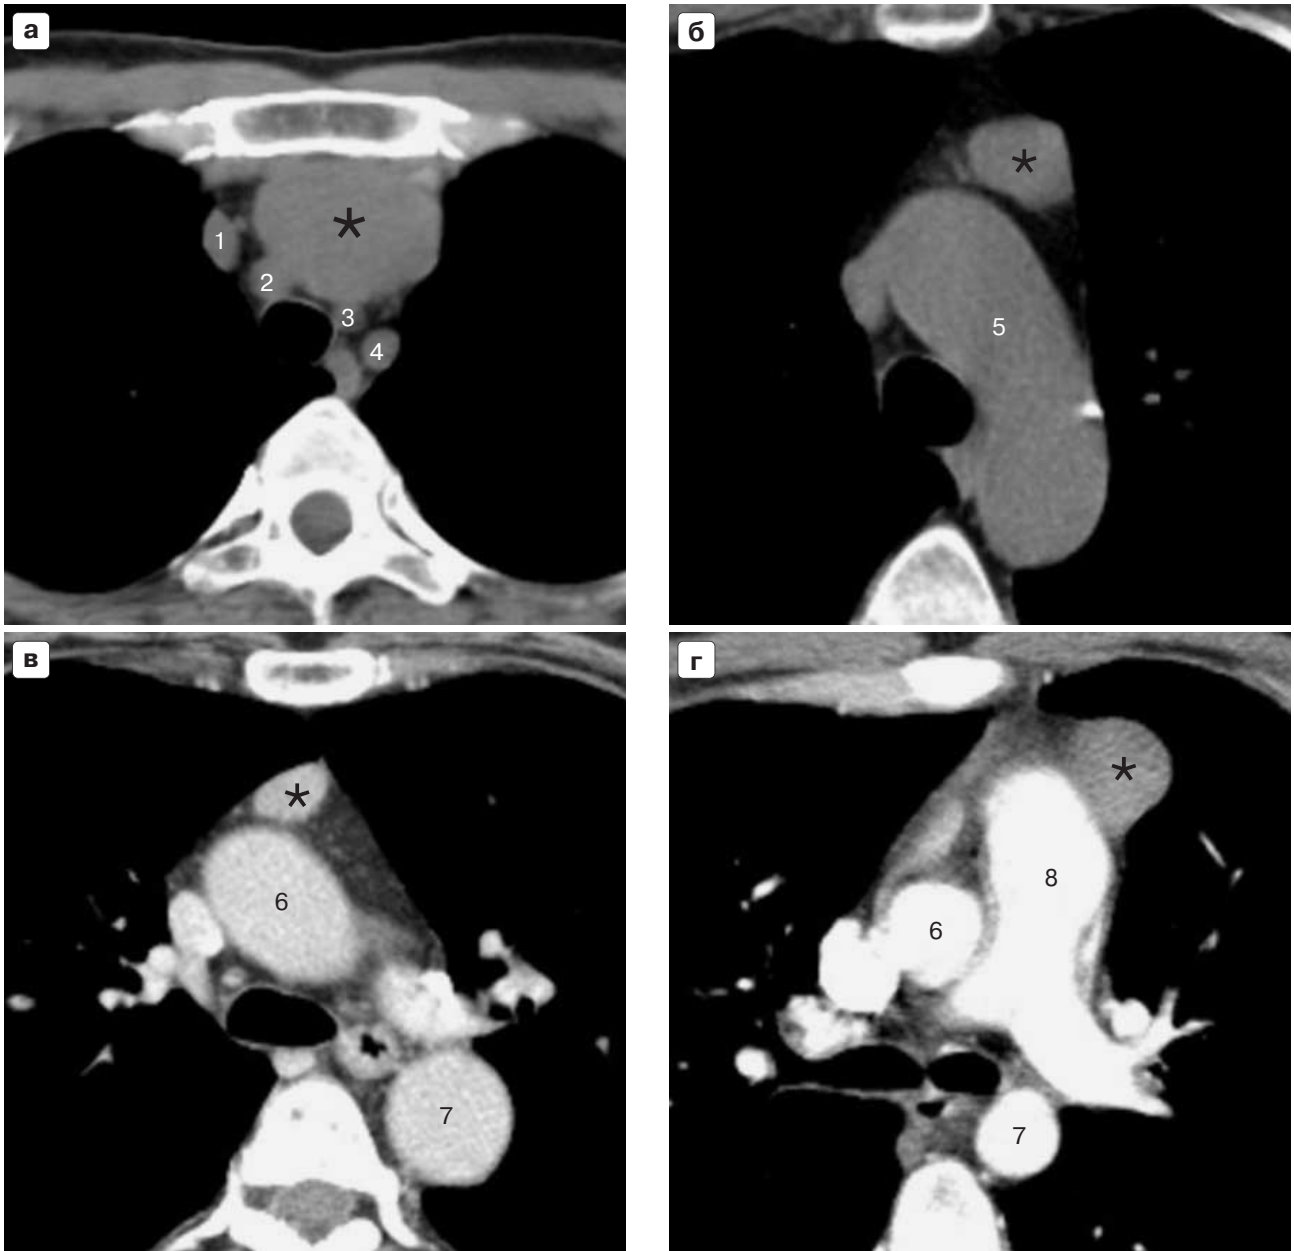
КТ переднего средостения. Положение образований (*) вилочковой железы в средостении на уровне анатомических образований: а – надаортальные сосуды; б – дуга аорты; в – аорто-пульмональное окно; г – ствол легочной артерии. Цифровые обозначения: 1 – правая плечеголовная вена; 2 – плечеголовной ствол; 3 – левая общая сонная артерия; 4 – левая подключичная артерия; 5 – дуга аорты; 6 – восходящая аорта; 7 – нисходящая аорта; 8 – ствол легочной артерии.
